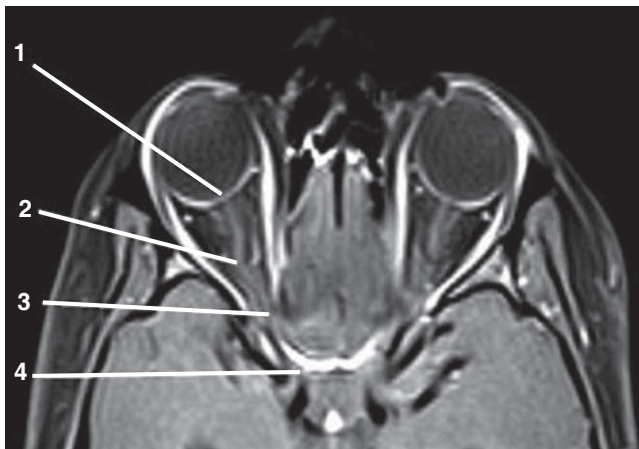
Resonancia magnética en la cual se aprecia el nervio óptico y sus segmentos. 1. Porción intraocular. 2. Porción orbitaria. 3. Porción canalicular. 4. Porción intracraneal.
